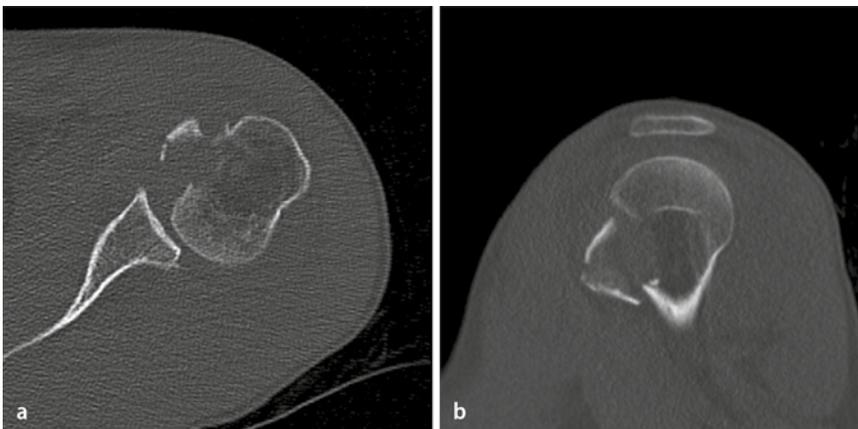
▲ a Axial und b sagittal: CT post repositionem mit Darstellung des abgerissenen Tuberculum minus und dorsaler Subluxationsstellung des Humeruskopfes
